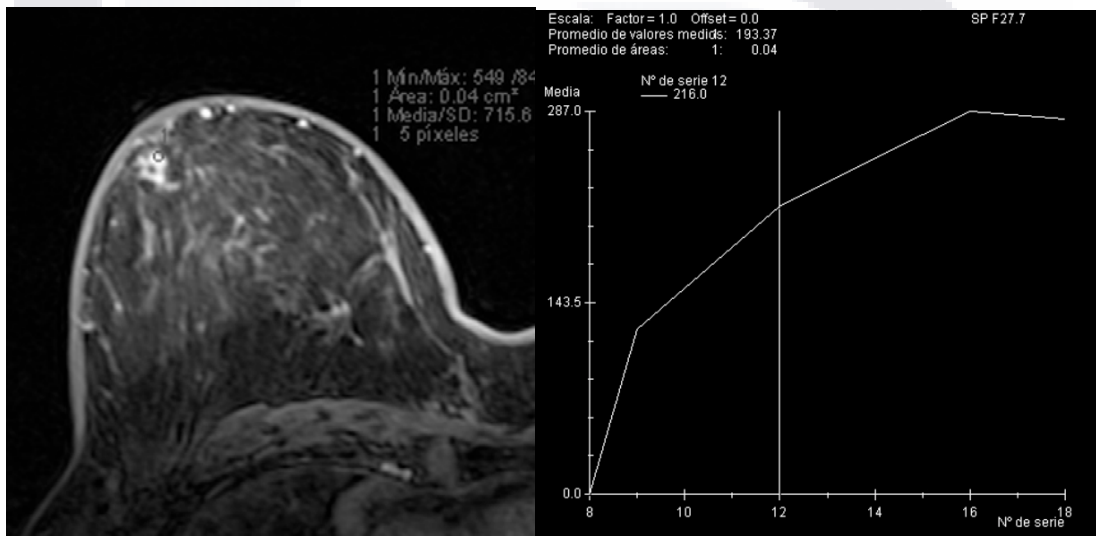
crote axial de RM contrastada con reforzamineto de heterogeneo de la masa con curva persistente tipo benigno
